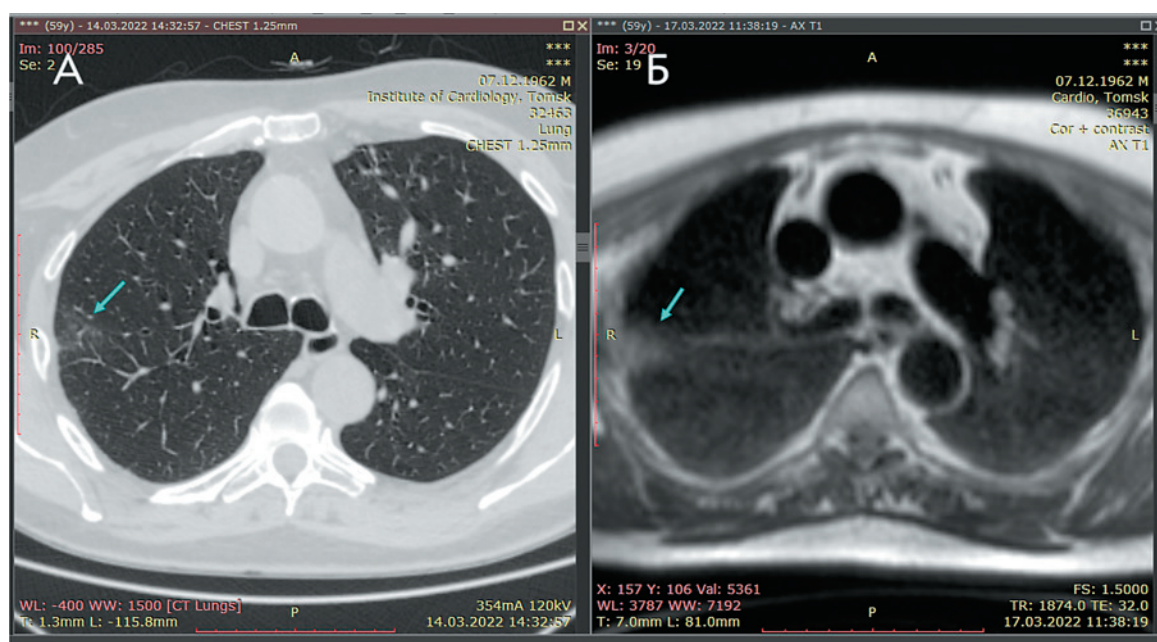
Сравнение визуализационной картины эпизода субсегментарной эмболии ветвей ЛА — стрелкой указан «треугольный» участок правого легкого на КТ (А) и на МРТ в T1-ВИ (Б)
